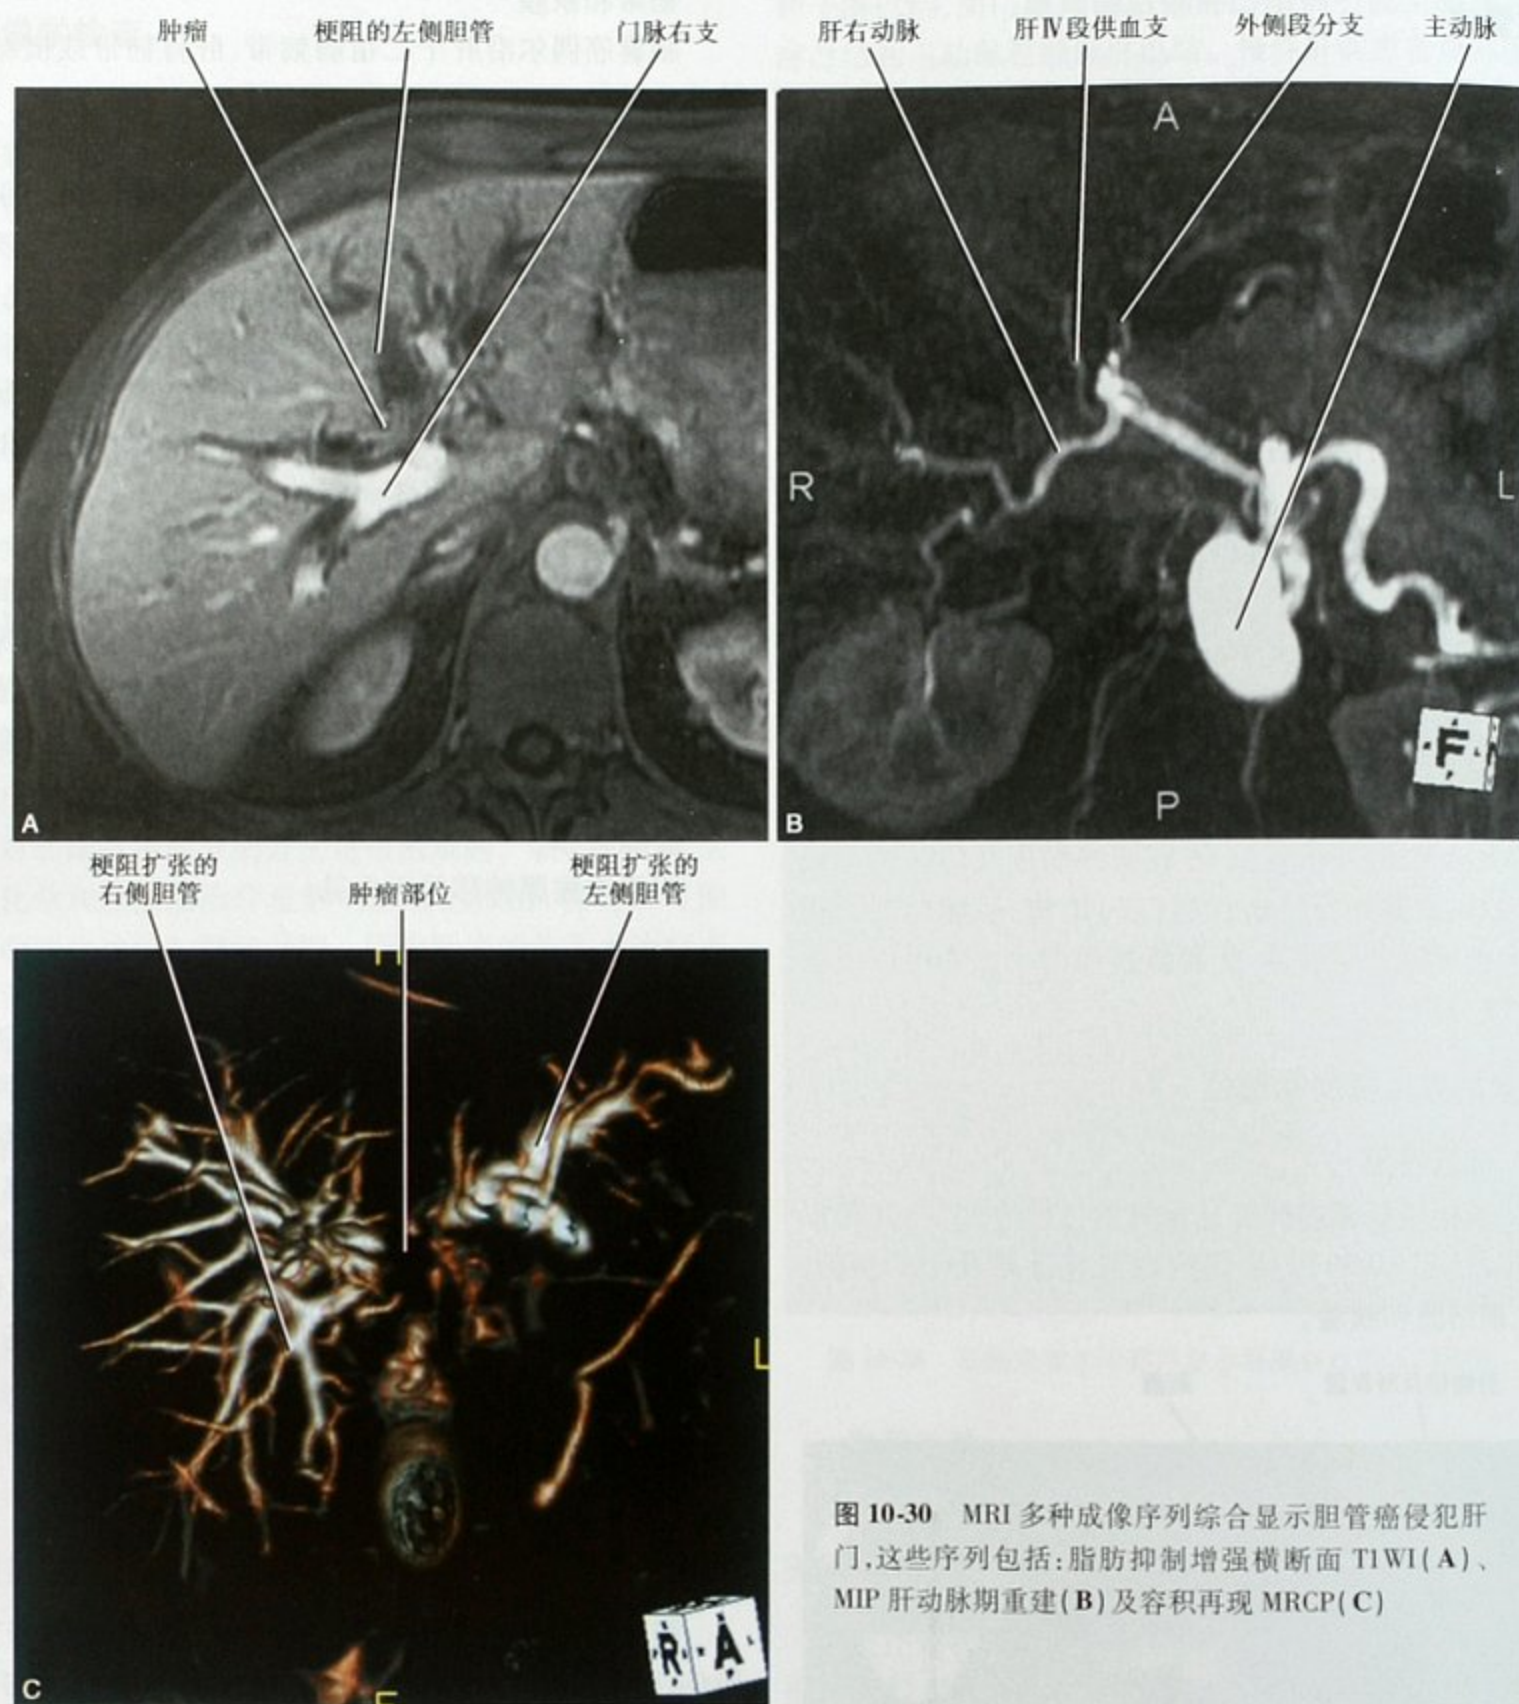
MRI 多种成像序列综合显示胆管癌侵犯肝门, 这些序列包括: 脂肪抑制增强横断面 T1WI (A)、MIP 肝动脉期重建 (B) 及容积再现 MRCP (C)
